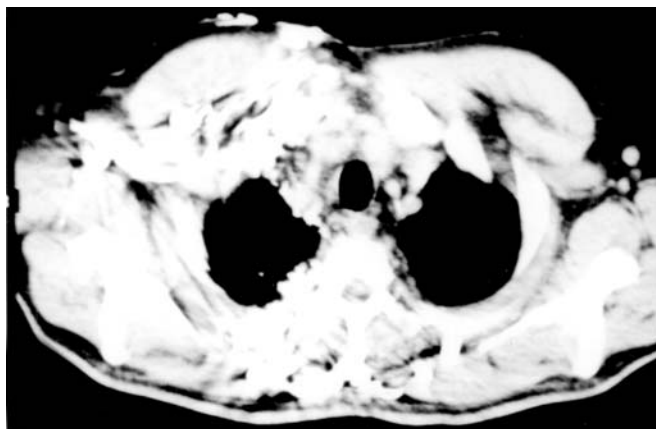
КТ грудної клітки з флебографією: оклюзія ВПВ, правої і лівої підключичних вен.
